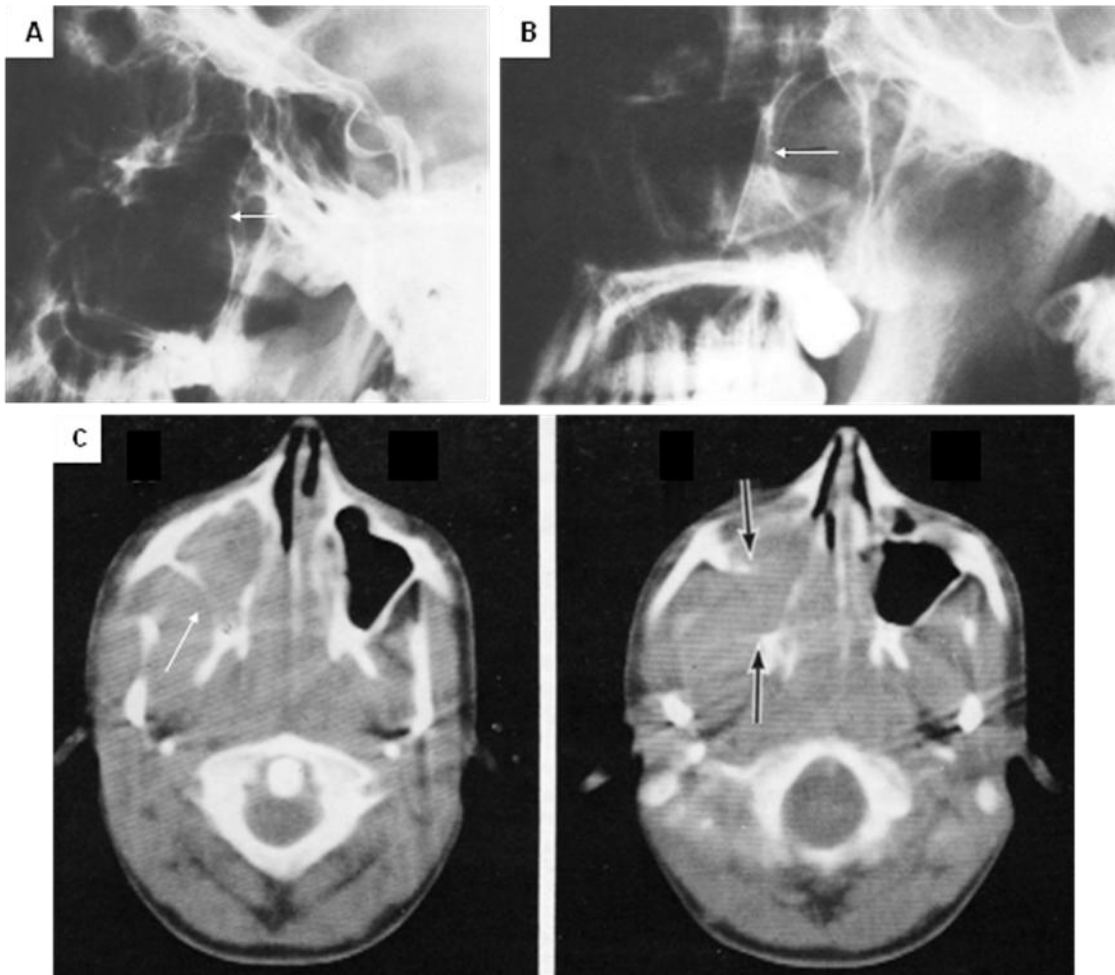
67. A y B. Radiografías laterales que muestran un abultamiento anterior de la pared posterior del antro maxilar en dos pacientes diferentes con nasoangiofibroma juvenil. C. Tomografía axial que demuestra el desplazamiento de la pared posterior den antro maxilar derecho por el tumor (flechas cortas) en un paciente diferente, hay extensión al interior del antro, nasofaringe, fosa nasal y fosa pterigopalatina (flechas largas) en un corte superior.
